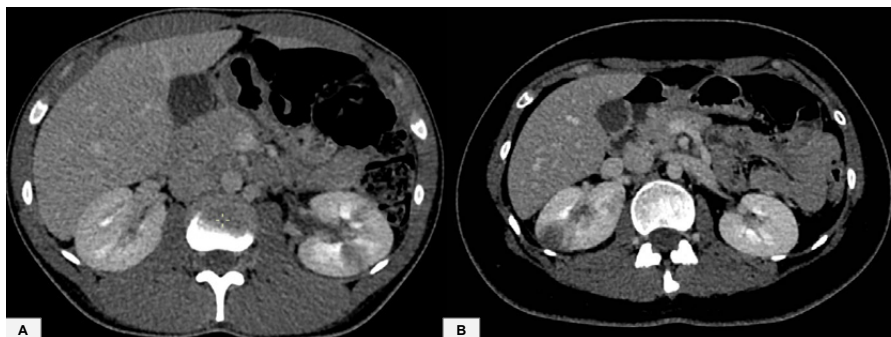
TC de abdome com contraste nos planos axial de dois pacientes. Em ambas as imagens, observa-se contrastação heterogênea do parênquima renal, com aspecto de nefrograma estriado, à esquerda em (A) e à direita em (B). Na imagem (B), destaca-se uma área liquefeita no rim esquerdo, de permeio à área de infecção do parênquima renal, representando um abscesso.
